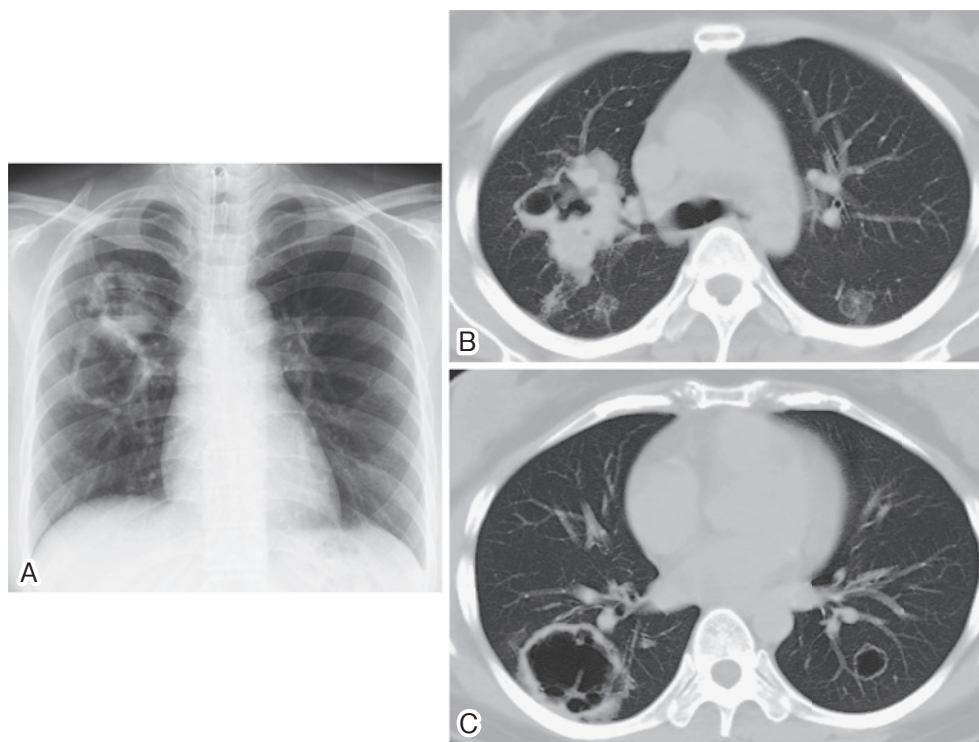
Chest radiograph obtained on the first visit, showing large tumors with cavities in the right upper and middle lung fields (A). Chest CT revealed a large mass with cavity in the right upper lobe and faint nodular opacities in the bilateral S⁶ (B), a large cavity in the right lower lobe and a cystic lesion in the left S⁹ (C).
